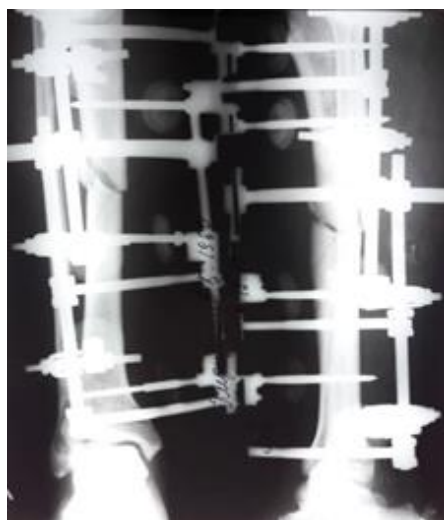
Контрольная рентгенография после завершения оперативного вмешательства
